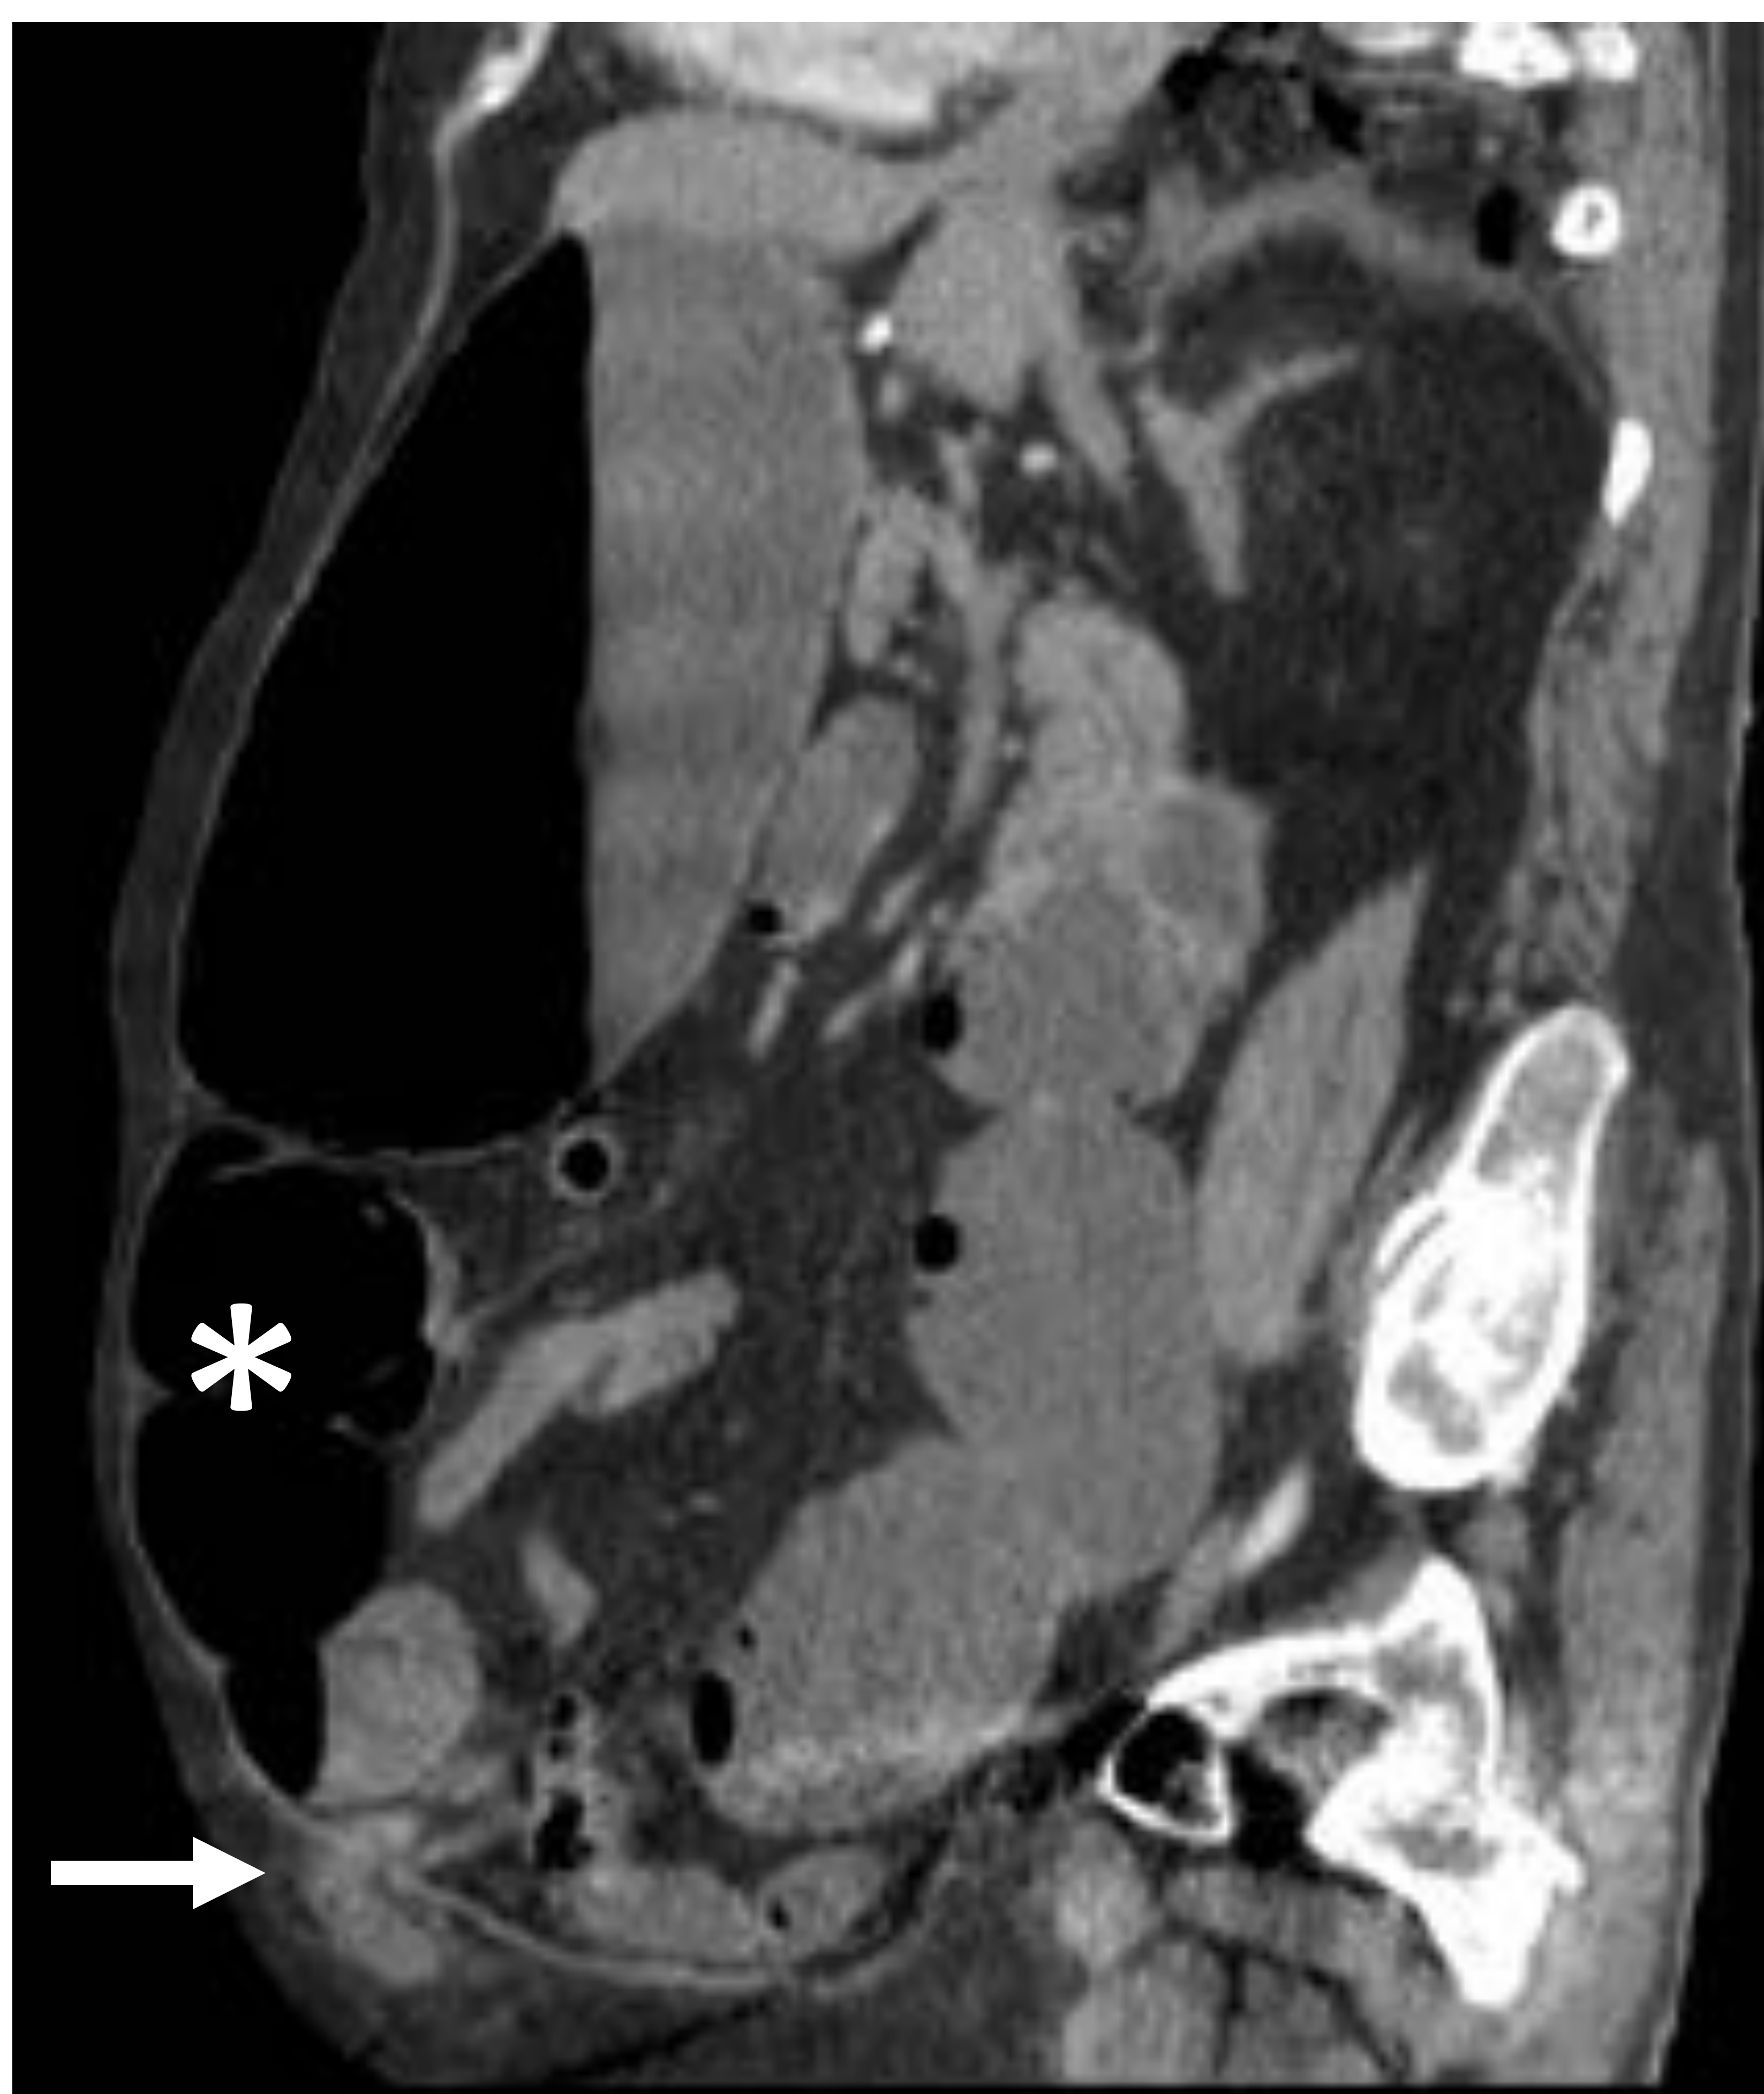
Mujer de 67 años con dolor abdominal difuso predominantemente en hipogastrio. La TC con CIV reveló gas ectópico (flecha) adyacente a un asa de intestino delgado. En la cirugía se observó un divertículo de Meckel perforado con peritonitis. La anatomía patológica confirmó el diagnóstico añadiendo signos de isquemia y ulceración del mismo.
